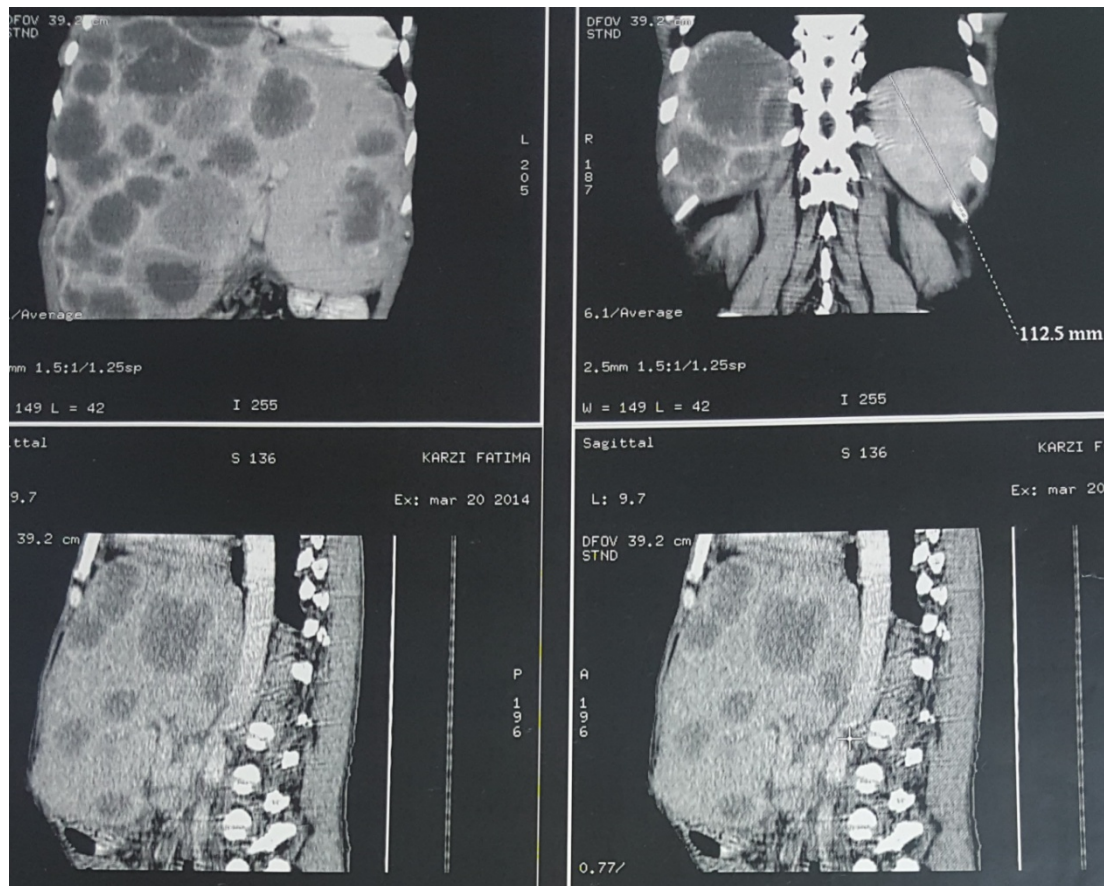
TDM: hépatomégalie multi-nodulaire compatible avec un foie secondaire.
